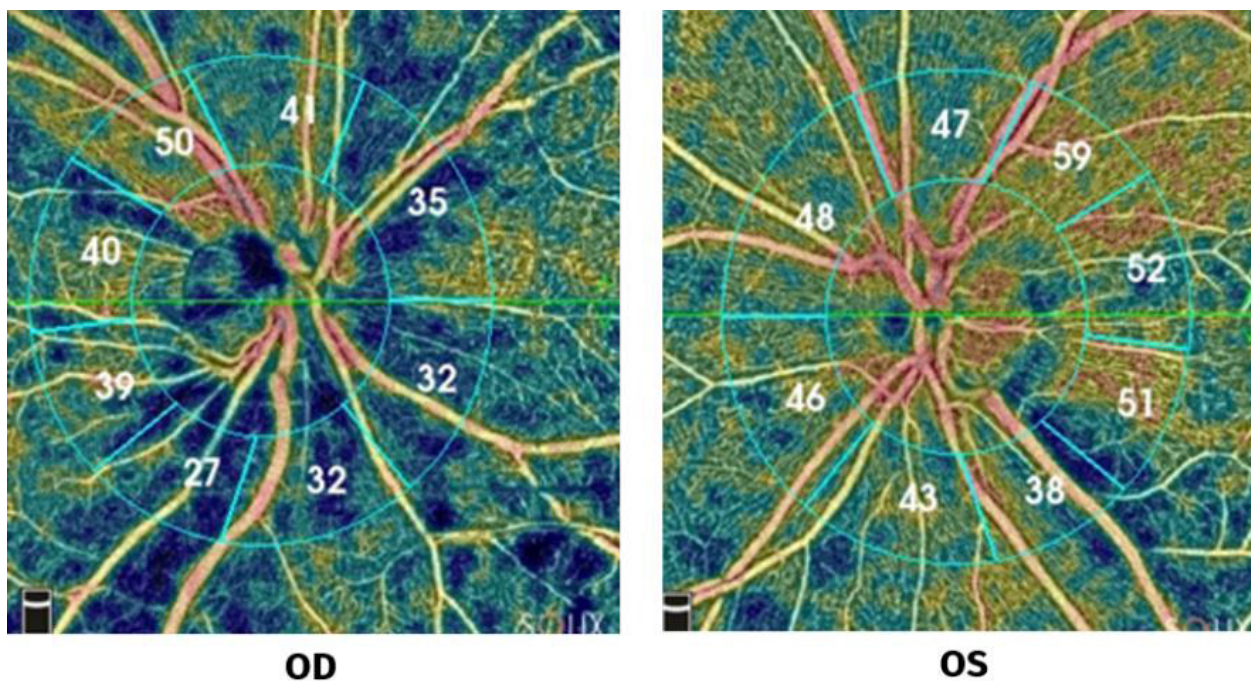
Перфузия диска зрительного нерва и перипапиллярной зоны при первичном обращении. Клинический случай 1, пациентка С.Т.А. 69 лет
